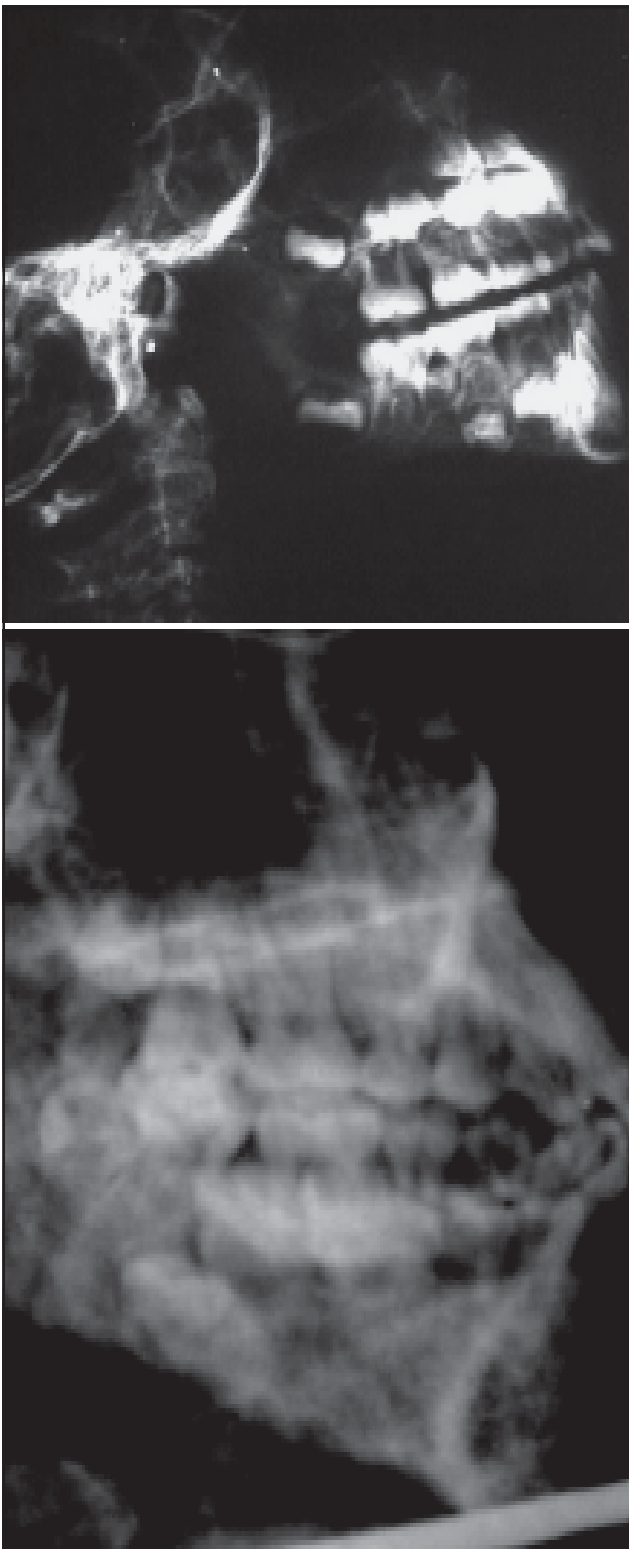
Radiografía dental. A) Rx de La Niña del Rayo mostrando un gran desgaste de las coronas. (Reproducida con autorización del Am J Roentgenol). B) Rx de La Doncella en la cual los dientes presentan un desgaste mucho menor.
